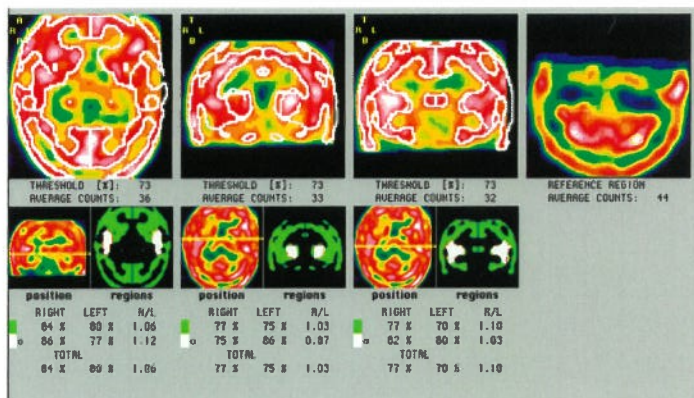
Снижение перфузии в области базальных ганглиев слева.
